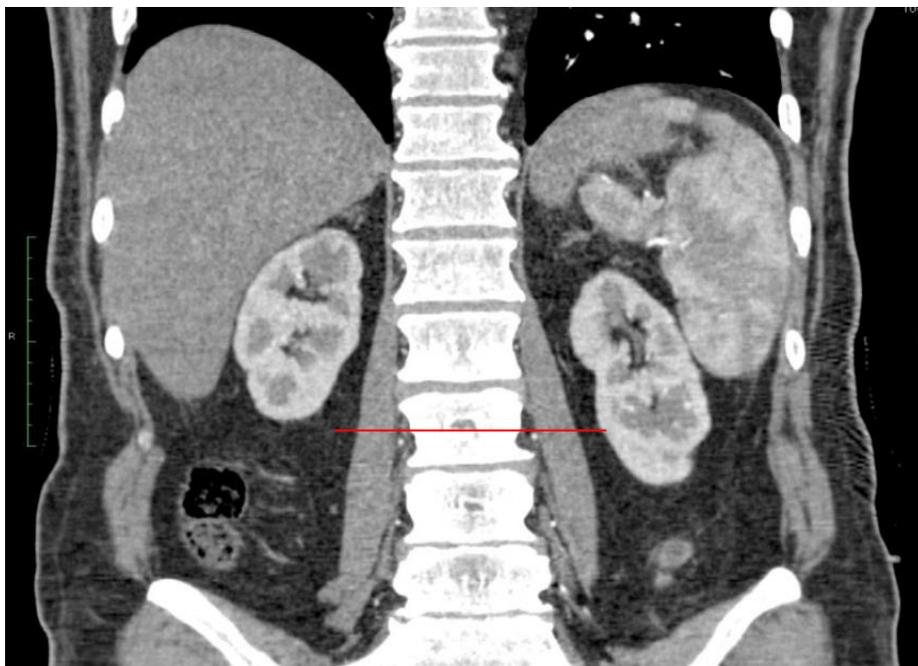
КТ з в/в контрастуванням, фронтальна проекція, визначення рівня 3 поперекового хребця.
